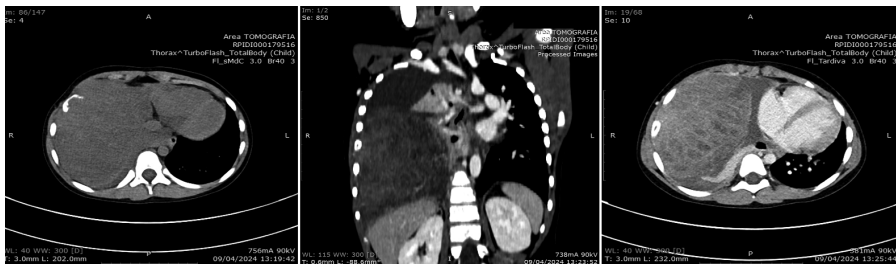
TC total body eseguita c/o ISMETT.
